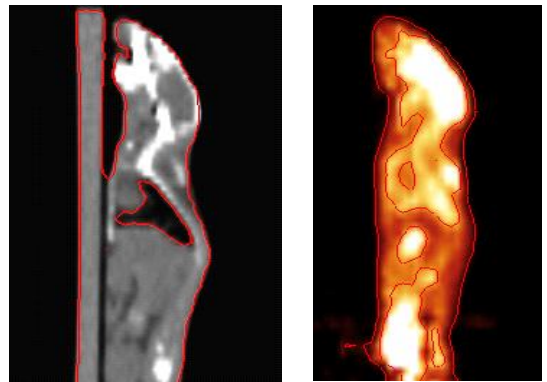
CT와 소동물 PET 영상에서 폐 영역과 윤곽선 추출
